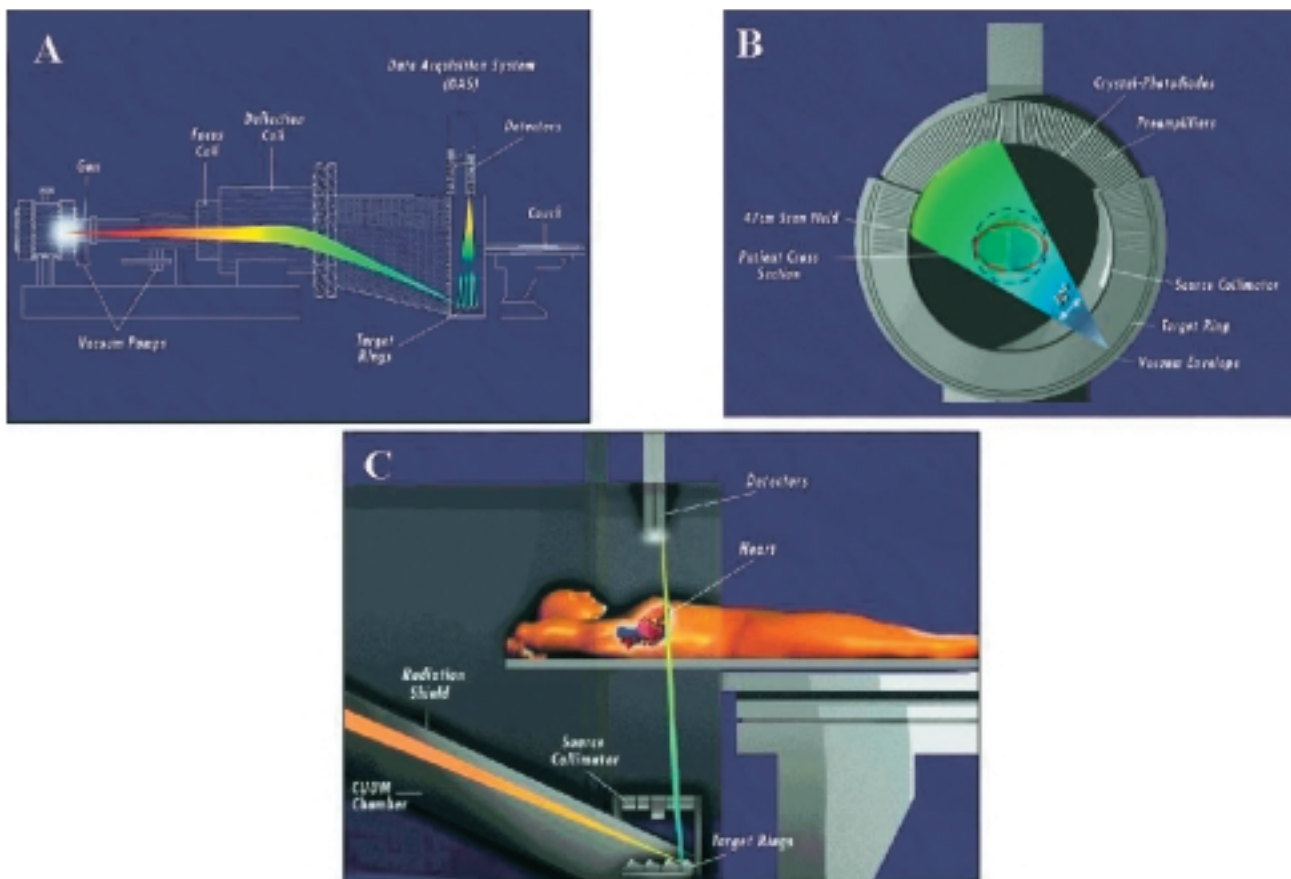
Configurazione della tomografia computerizzata a fascio di elettroni. Un fascio di elettroni (A) è emesso da una sorgente posizionata dietro il lettino radiologico. Il fascio viene diretto contro un anello di tungsteno e l'impatto causa l'emissione di un cuneo di raggi X (B). Il malato giace sul lettino radiologico che viene avanzato a piccoli incrementi (3 mm) nell'anello di tungsteno (C), permettendo di ottenere immagini dalla carena alla superficie diaframmatica del cuore.
